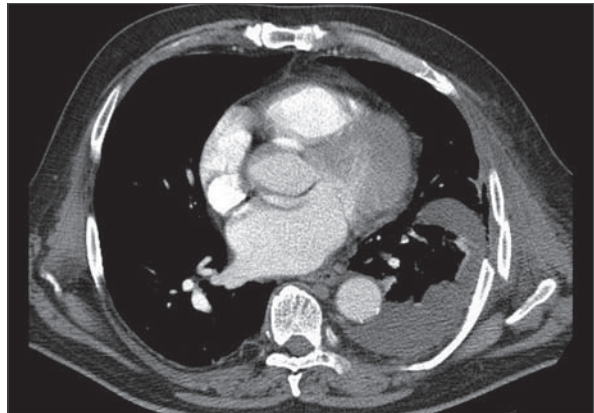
CT des Thorax; Hämatothorax bei Rippenserienfraktur. Linksseitige Rippenserienfraktur mit mäßigem Hämatothorax bis in den Lappenspalt.
